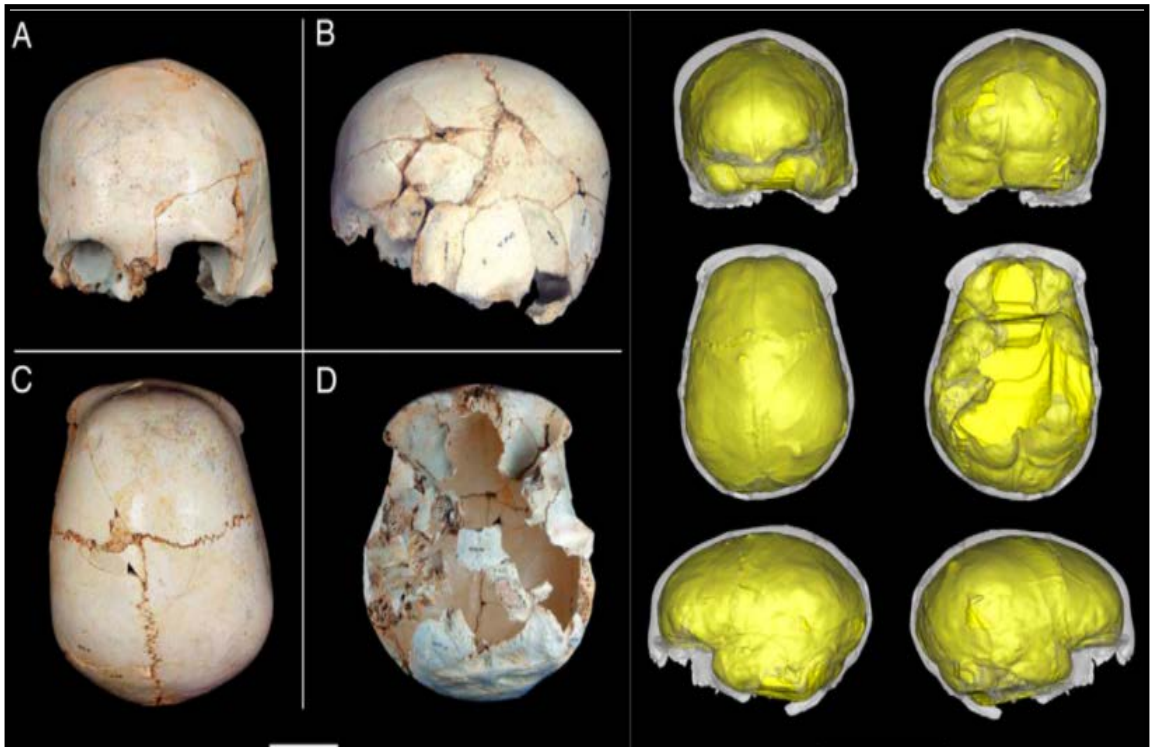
Reconstrucción del cráneo 14 e imagen del TC en 3D. Fuente: Sánchez, (2020).
